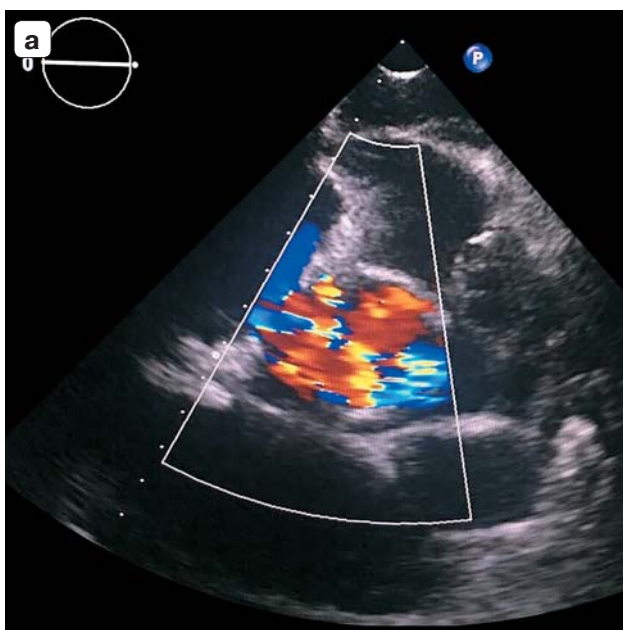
УЗ-изображение, чреспищеводная эхокардиография до оперативной коррекции. а – выраженная аортальная регургитация 3-й степени; б – на межпредсердной перегородке определяется дополнительный сброс крови (дефект).
